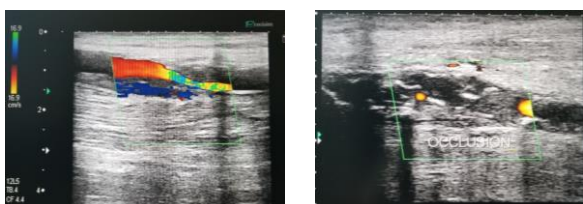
a et b. Coupes échographiques longitudinales des fémorales superficielles montrant une plaque sub occlusive du tiers supérieur (a) et une occlusion complète (b) du tiers inférieur (Hunter).
